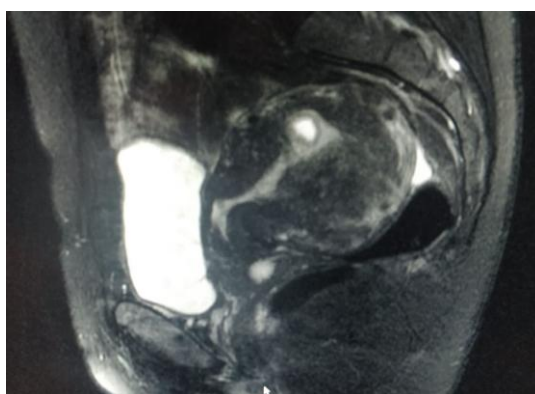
МРТ ОМТ. Рубец с формированием «ниши» глубиной 5 мм, протяженностью 128 мм, шириной 11 мм. В полости матки визуализируется плодное яйцо диаметром 13,7 мм (случай из клинической практики)
